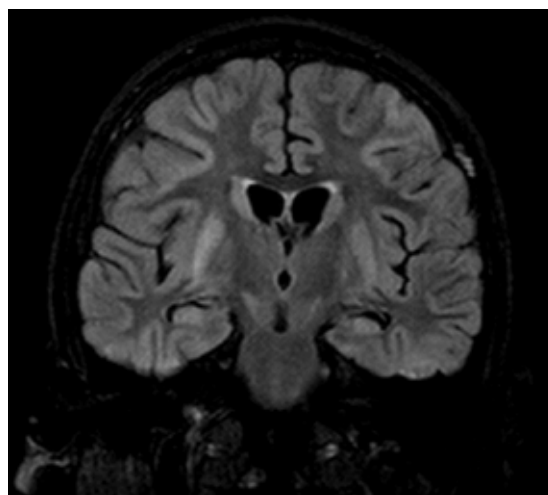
Hyperintensity in bilateral putamen and caudate nuclei and also in bilateral cerebral hemispheres, predominantly parietooccipital regions, on T2/Flair MRI
